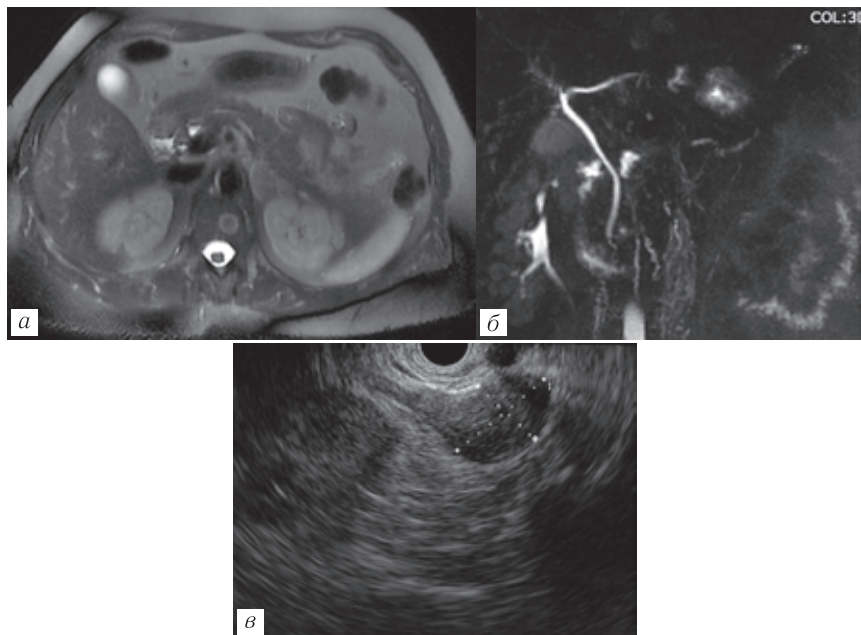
Пациентка Ч., 49 лет. ВПМО боковой тип. МРТ T2-ВИ в аксиальной плоскости (а), 3D-MRХПГ — (б), эндосонограмма (в). В дорсальном отделе головки поджелудочной железы киста размерами до 1,5 см без достоверной визуализации связи с панкреатическим протоком. Сообщение с панкреатическим протоком прослеживается при ЭУС
